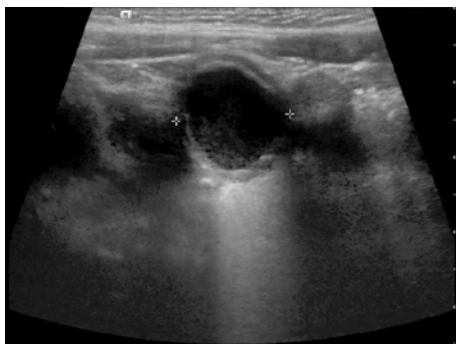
УЗИ-диагностика энтерокисты
